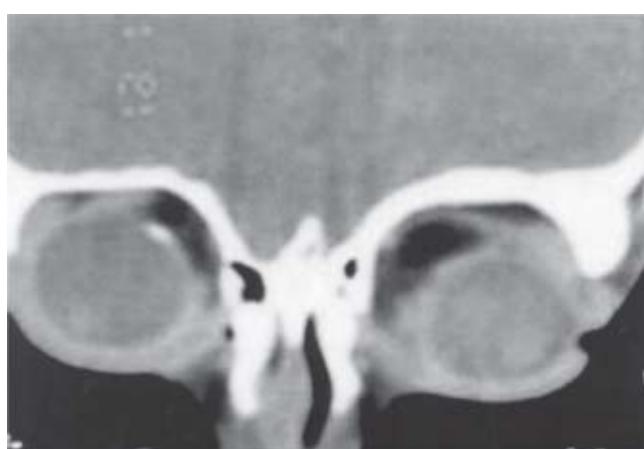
Tomografía axial computada, corte coronal en el que se observan calcificaciones entre el globo ocular y la órbita, y una lesión nasal superior de forma quística en ojo izquierdo.
